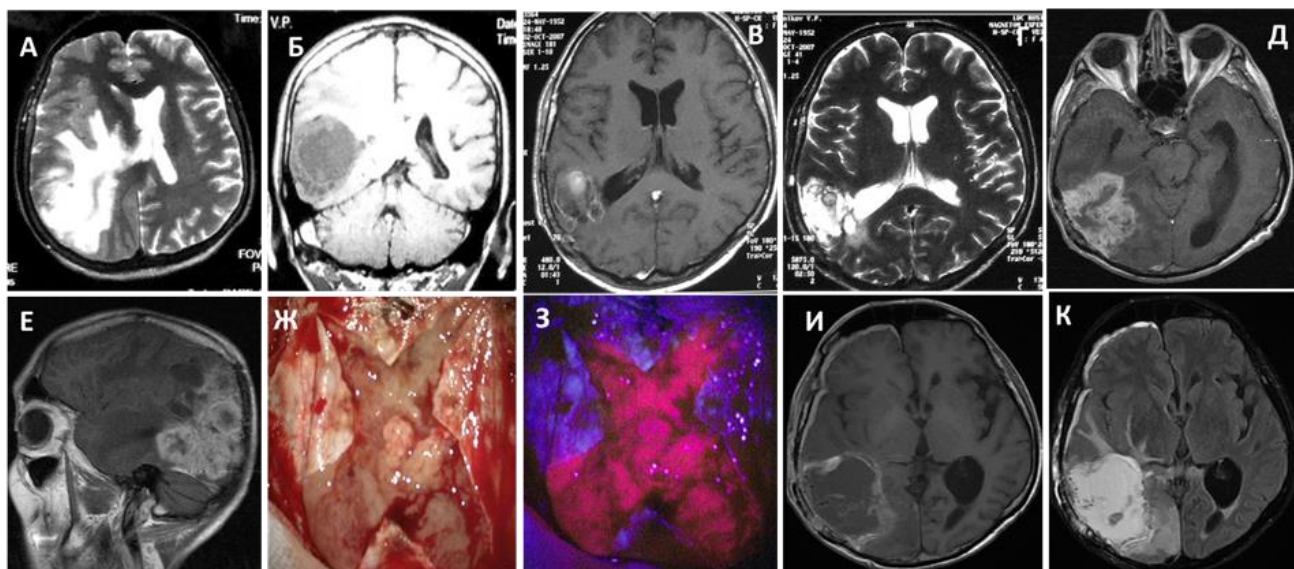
М., 54 лет, клиническое наблюдение 18. А: предоперационные МРТ-снимки от 2007 года: визуализируется внутримозговая опухоль правой теменно-затылочной области (T2-FLAIR аксиальный срез), Б - предоперационная МРТ от 2007г в режиме T1, коронарный срез, В - послеоперационные МРТ-снимки от 2.10.2007 года: визуализируются послеоперационные изменения (T1 аксиальный срез с контрастированием), Г – МРТ после первой операции (2007г), T2-FLAIR аксиальный срез, Д- предоперационные МРТ-снимки от 8.08.2015 года: визуализируется рецидив глиобластомы в зоне предшествующей операции - аксиальный срез в режиме T1 с контрастированием, Е – сагиттальный срез в T1 режиме с контрастированием, Ж – интраоперационная фотография в белом свете, З - отмечается яркая флуоресценция опухоли во время операции (как и при первой операции – глиобластома). И - послеоперационные МРТ-снимки от 11.08.2015 года: визуализируется полость после повторной операции субтотального удаления рецидивной глиобластомы, МРТ в T1 режиме с контрастированием, К –МРТ после повторной операции, аксиальный срез в режиме T2-FLAIR.
